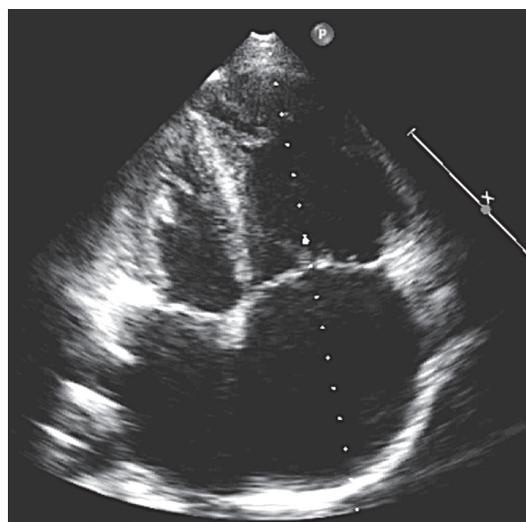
Секторальная эхокардиография. Дефект межпредсердной перегородки 4 см в диаметре
